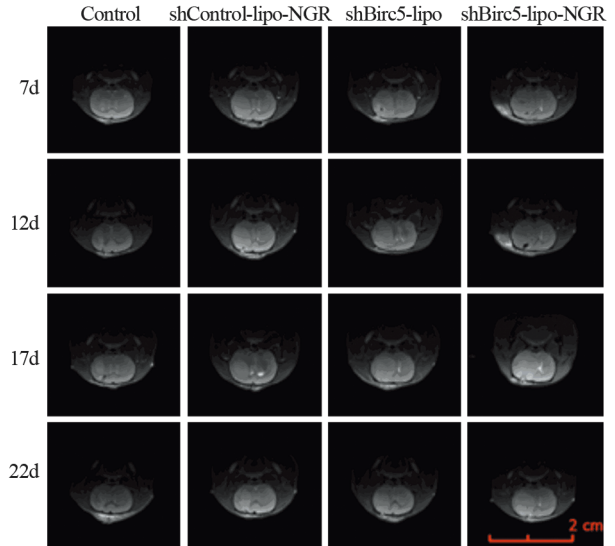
MRI T2相监测大鼠植入C6细胞后肿瘤在7、12、17和22天时的生长情况
